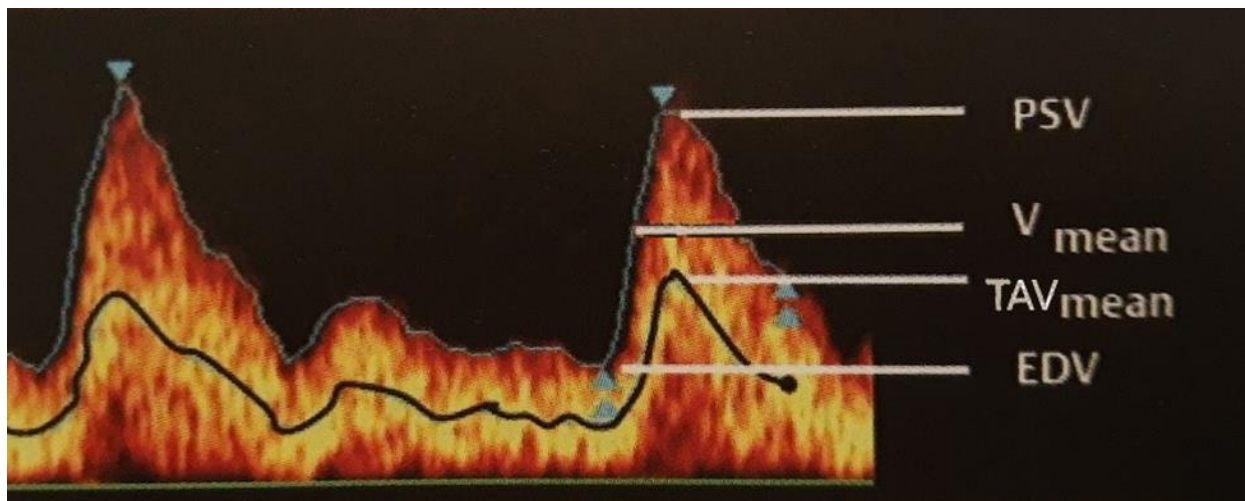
Visuelle Darstellung hämodynamischer Parameter anhand der Doppler-Strömungskurve. PSV: peak systolic velocity, EDV: enddiastolic velocity, V_{mean} : Errechnet sich aus den jeweiligen Maximalwerten der Strömungskurve (helle obere Linie), TAV_{mean} (intensity-weighted mean velocity): Berücksichtigt die unterschiedlichen Strömungsgeschwindigkeiten der einzelnen korpuskulären Elemente im Gefäß gemäß ihres jeweiligen Anteils am Gesamtvolumen (schwarze untere Linie). (Entnommen und bearbeitet mit der freundlichen Genehmigung aus Valdueza et al. Neurosonology and Neuroimaging of Stroke, 2. Auflage, Georg-Thieme-Verlag, 2017, S.36ff.)
